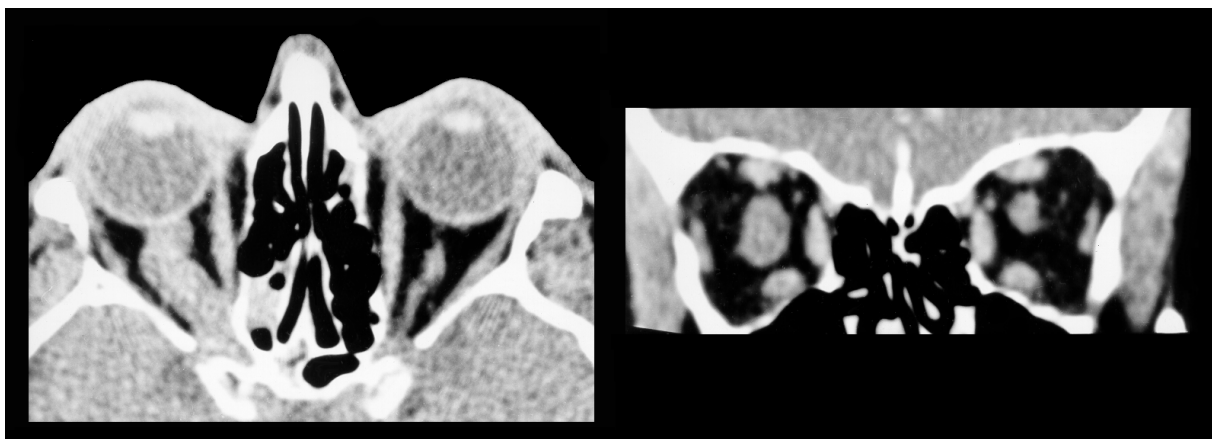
Neuritis N. optici in der dünn-schichtigen Computertomographie, links transversale 1-mm-Originalschicht, rechts koronare Reformatierung
